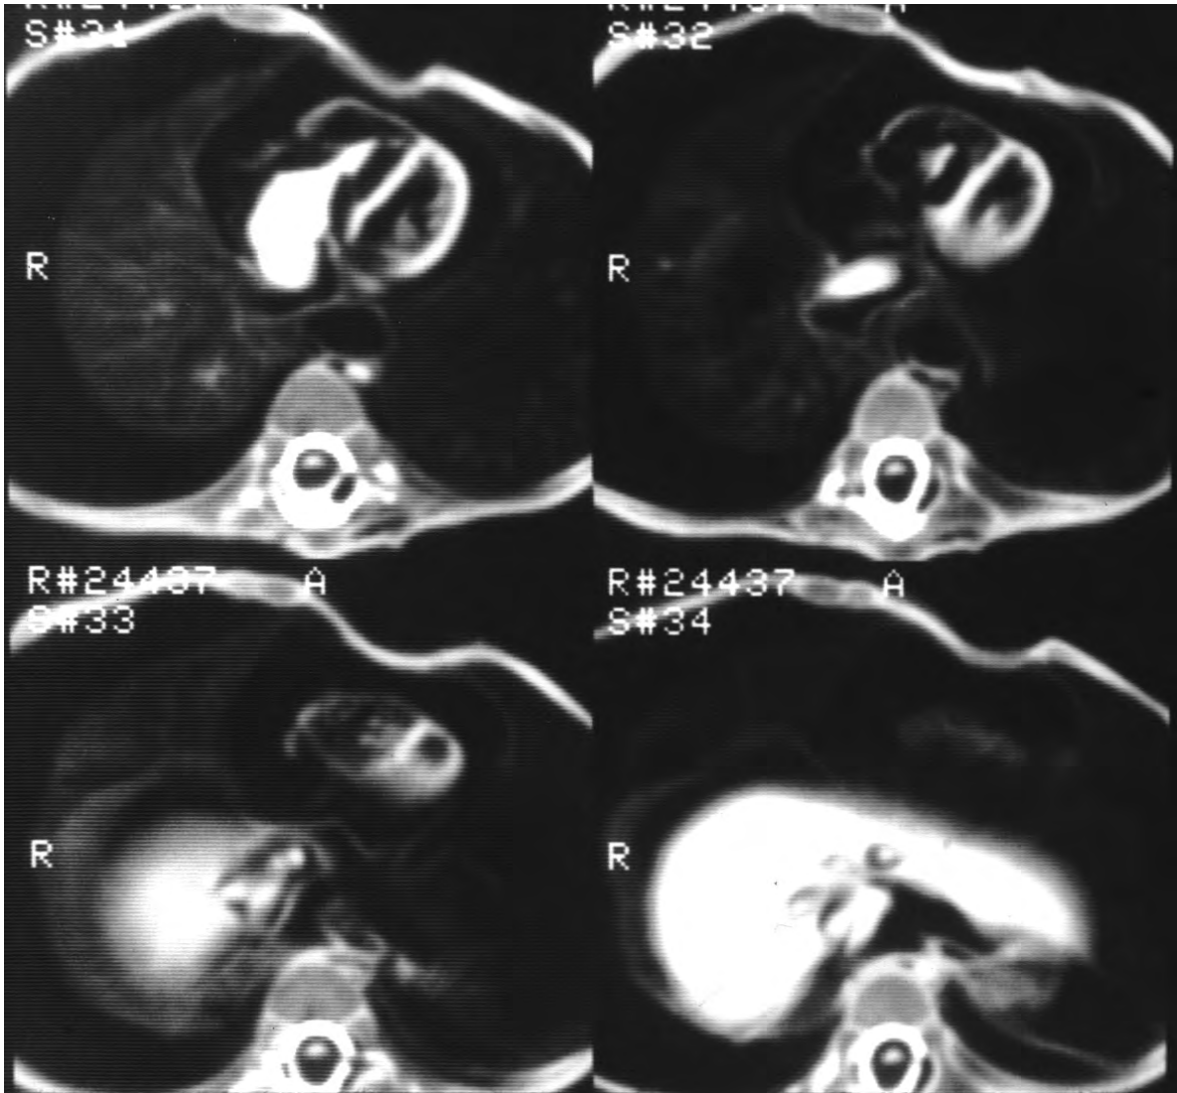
TC, talls horitzontals que permeten veure la regió toracoabdominal, amb plans que passen pel cor i pel fetge.
